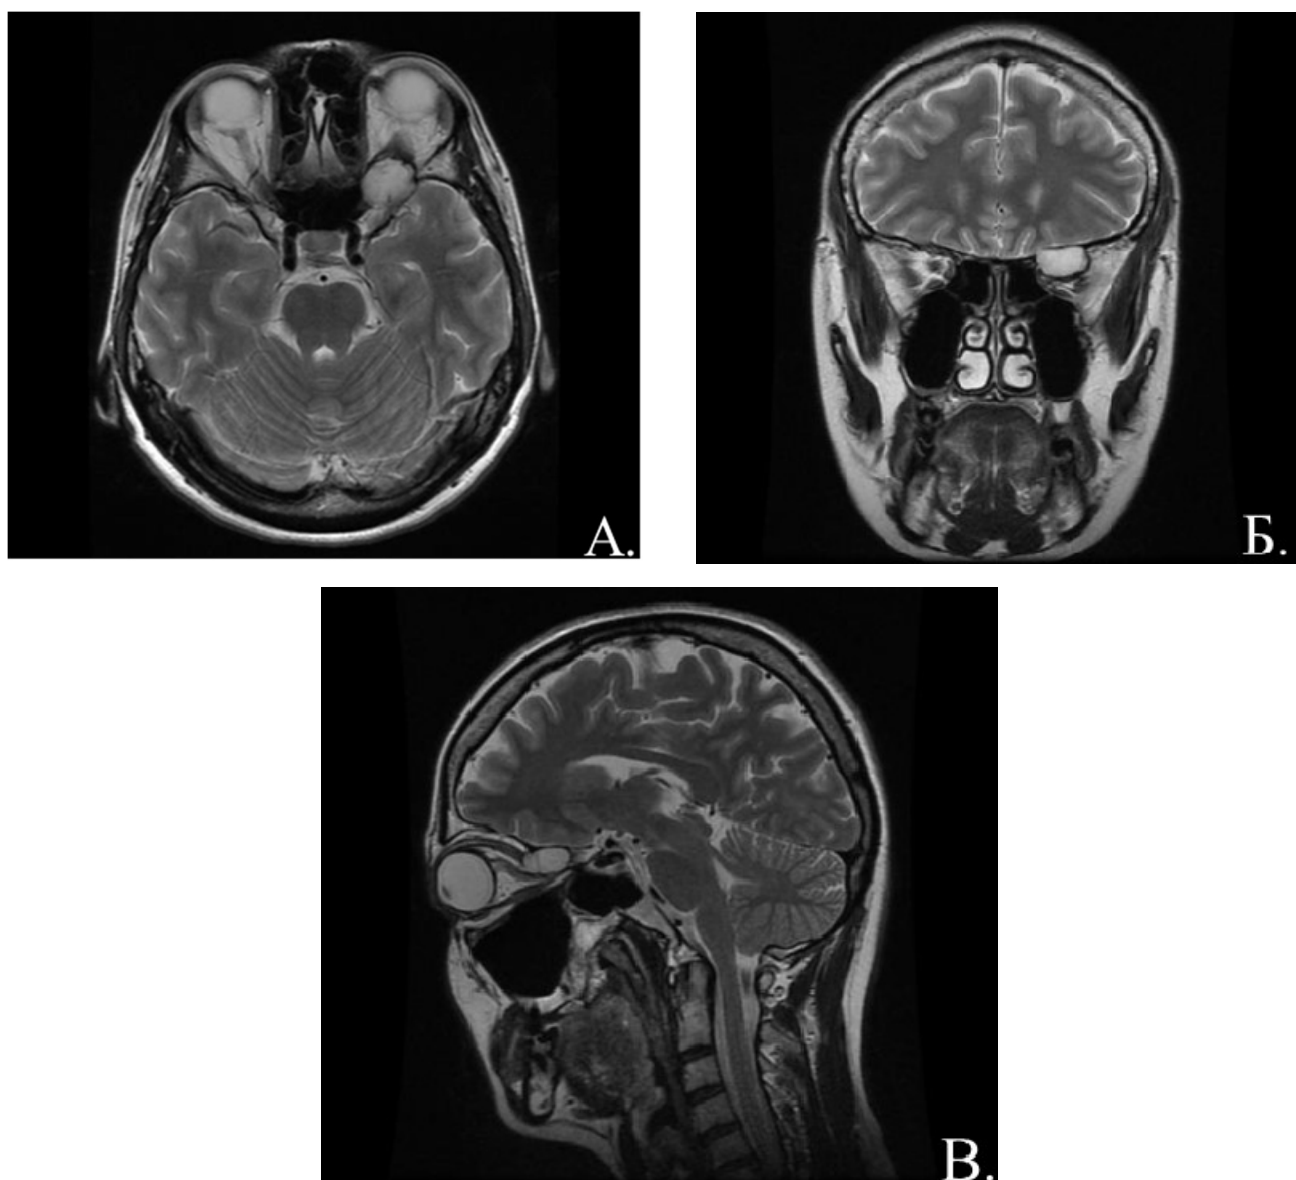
МРТ головного мозга с контрастным усилением. Кавернозная венозная мальформация вершины орбиты слева: А- аксиальная проекция, Б- фронтальная проекция, В- сагиттальная проекция
